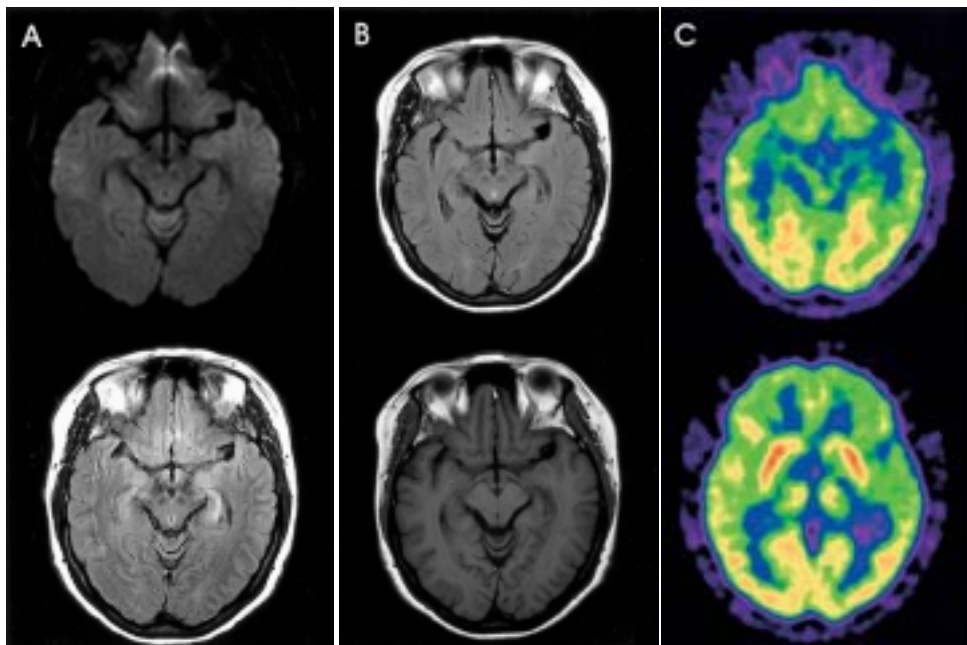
(A) Follow up brain MRI one month after 1st MRI. DWI (upper) was normal and localized SI in FLAIR image (lower) was still noted in the left hippocampus. (B) Follow up brain MRI 5 months after 1st MRI. Complete recovery of SI was noted in FLAIR image (upper) without hippocampal atrophy in T1 WI (lower). (C) Follow up ¹⁸FDG-PET 5 months after 1st PET study. Increased uptake of glucose metabolism in bilateral basal ganglia was normalized with improvement of myoclonus.
